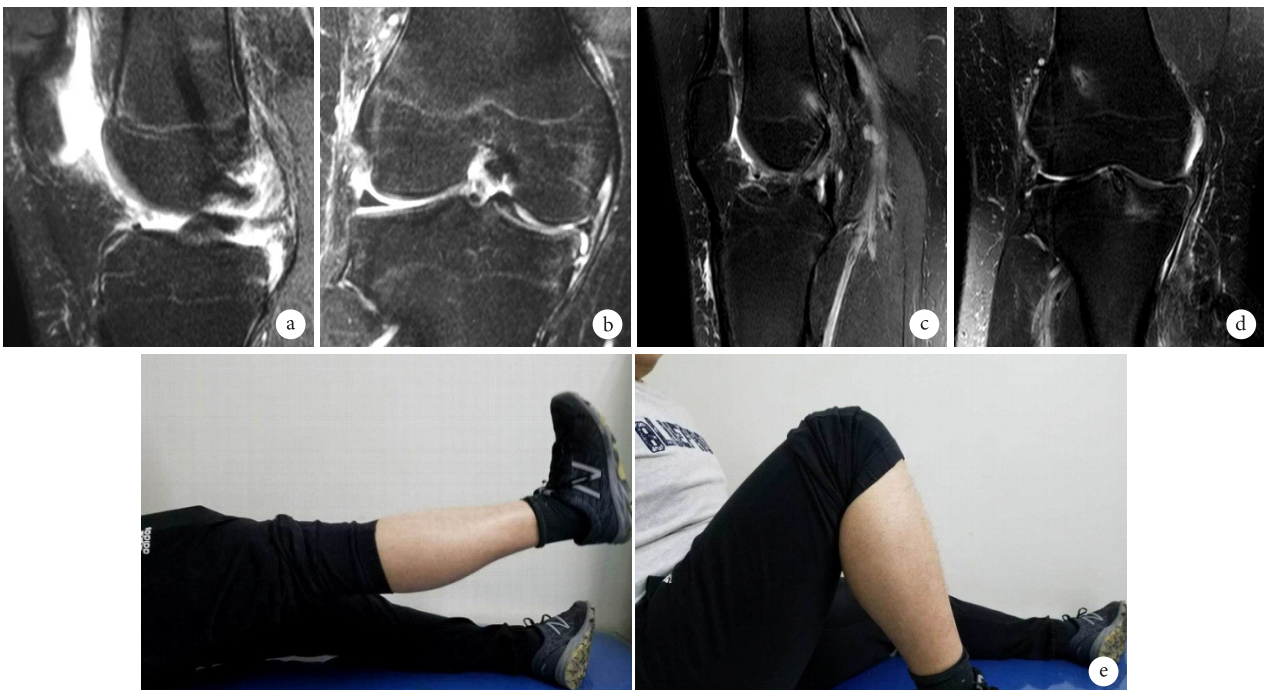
患者,男,17岁,右侧 ACL 损伤伴半月板 BHT a. 术前 MRI 示 ACL 断裂; b. 术前 MRI 示半月板 BHT; c. 术后 1 年 MRI 示 ACL 走向接近正常,信号均匀; d. 术后 1 年 MRI 示半月板完全愈合; e. 术后 2 年膝关节功能
